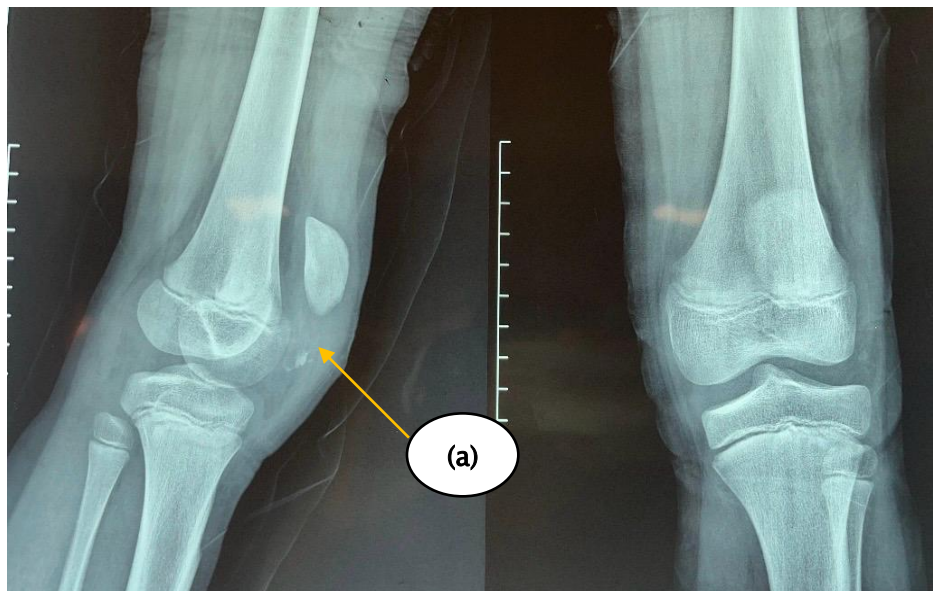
Radiographie du genou de profil et de face, montrant une sleeve fracture (a)
